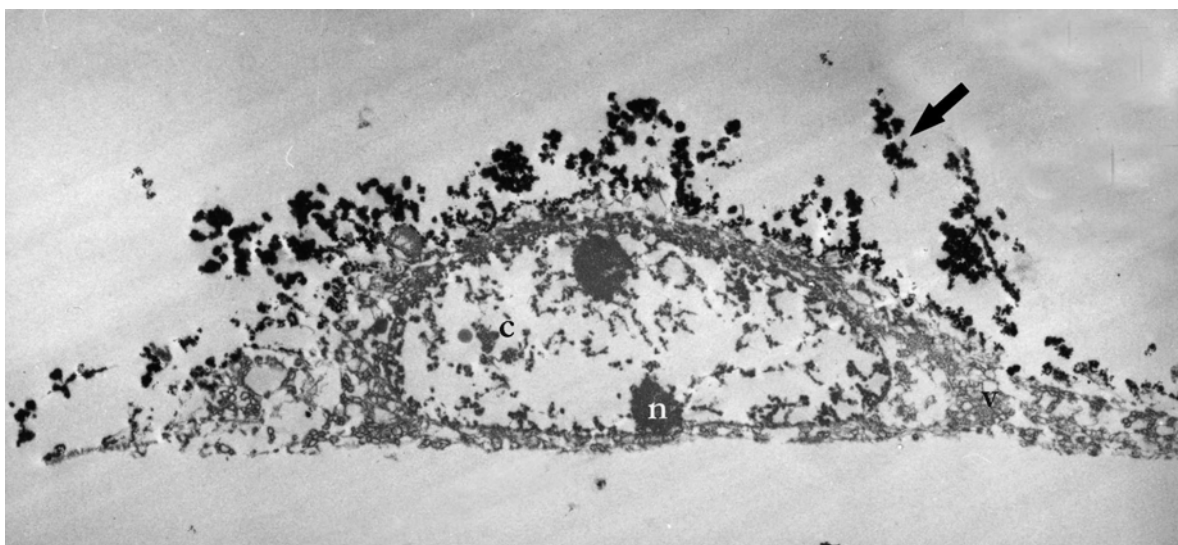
Anlagerung der Magnetitprobe 2 (37 ± 16 mg) an eine BT-20-Zelle nach 4-minütiger Inkubationszeit und anschließender Spülung mit PBS; c - verklumpte Chromatinreste; n - Nukleolus; v - multiple Vakuolen; ⌘ - agglomerierte Magnetitpartikel
